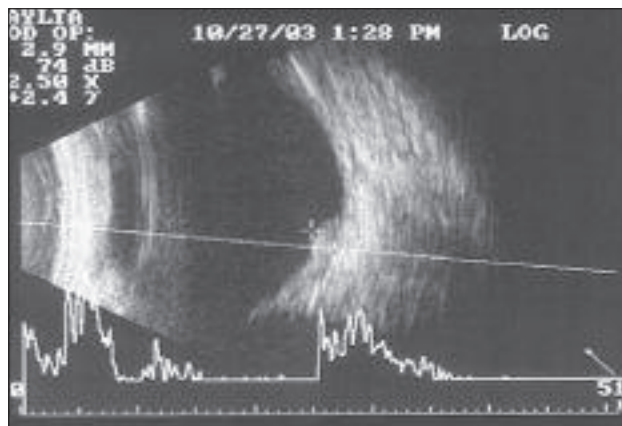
Ultra-sonografia ocular modo B no OD com uma massa em domo sub-retiniana temporal superior, com baixa refletividade interna e presença de ângulo Kappa. Lesão apresentando 2,9mm de espessura e 5.5mm de diâmetro basal
